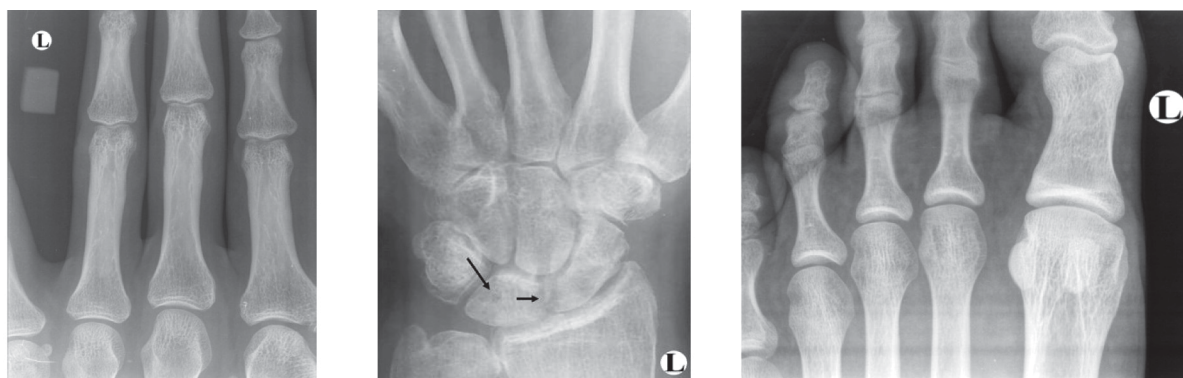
Пациент П. Диагноз ревматоидный артрит. Рентгенограммы II–IV пальцев левой кисти (а), левого лучезапястного сустава (б) и передних отделов левой стопы (в), полученные при помощи МФРГ с прямым увеличением изображения в 5,5 раз. Стрелками обозначены эрозии костной ткани
